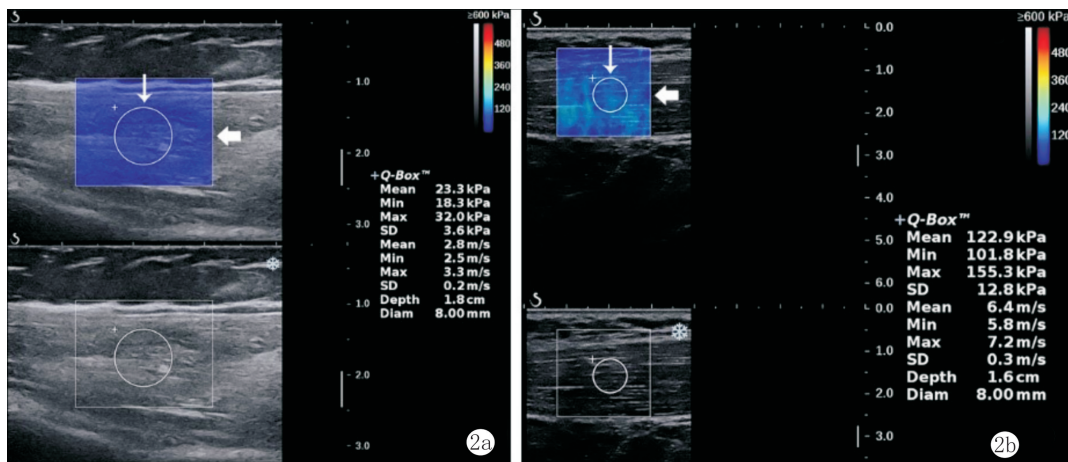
中三角肌的剪切波弹性成像模式 (上图) 和 B 模式 (下图) 超声图像 剪切波弹性成像框内 (粗箭头) 显示了中三角肌弹性的彩色图。Q-box (细箭头) 内的平均剪切波速度显示在图像的右侧。a: R0°位的平均剪切波速度为 2.8 m/s; b: R90°位的平均剪切波速度为 6.4 m/s
